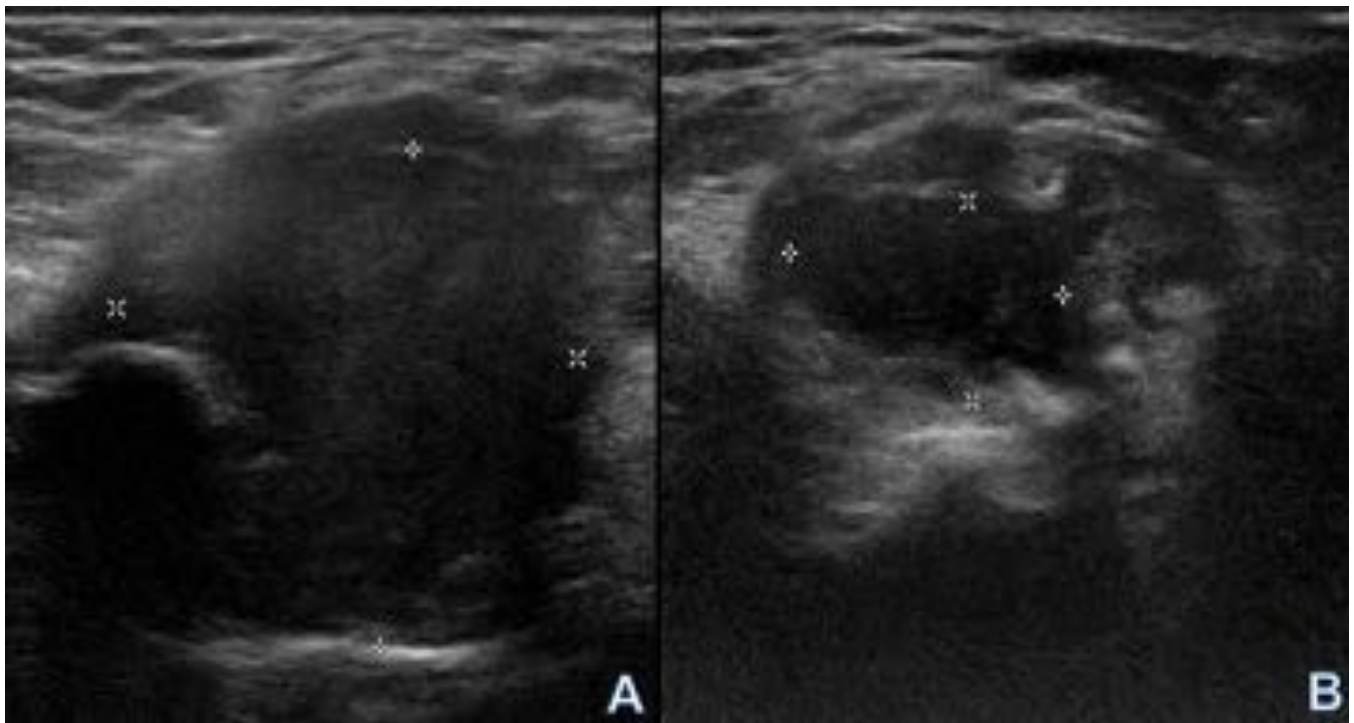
Caso 2: Ecografía del codo derecho. A: Hemartros severo a tensión en el receso postero-medial del codo. B: Marcada disminución del hemartros en la ecografía +7
